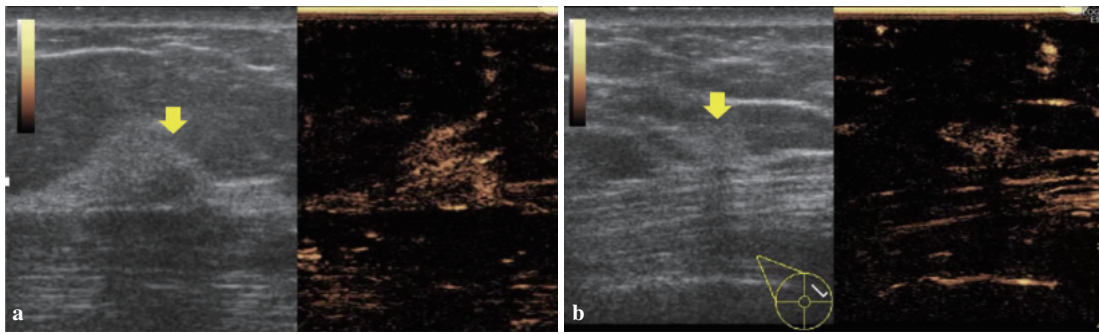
a：造影超音波所見：主腫瘍. b：造影超音波所見：娘結節. 造影超音波では主腫瘍，娘結節は同様の早期濃染wash outの造影パターンを呈し，超音波画像からも浸潤癌を考える所見であった. 両者を含めた切除範囲をマーキングした.
